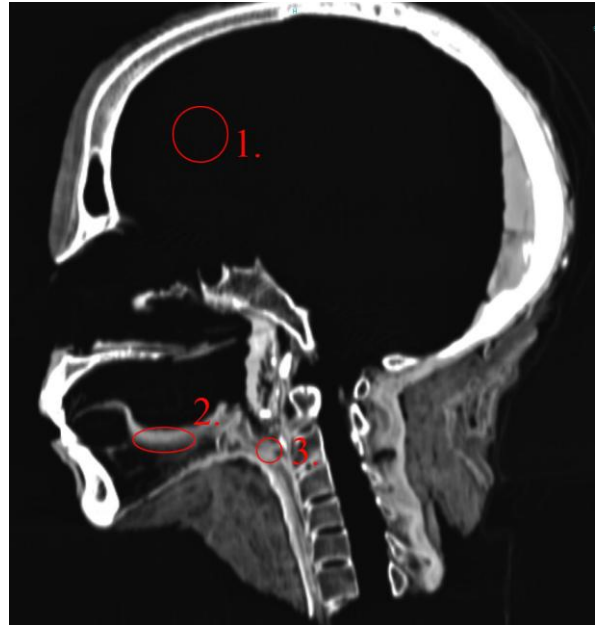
Kopf, Bild 1, CT
